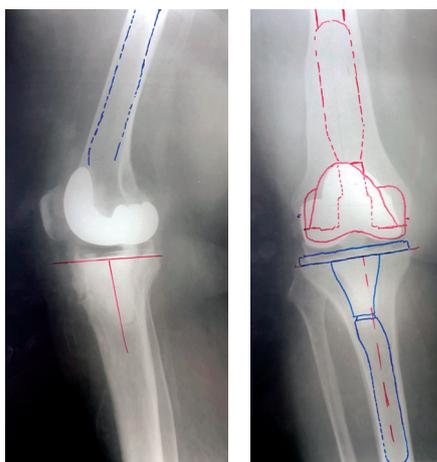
Рентгенограммы пациентки 63 лет в боковой и прямой проекциях после установки артикулирующего спейсера правого коленного сустава: имеются эпиметафизарные дефекты бедренной и большеберцовой костей
